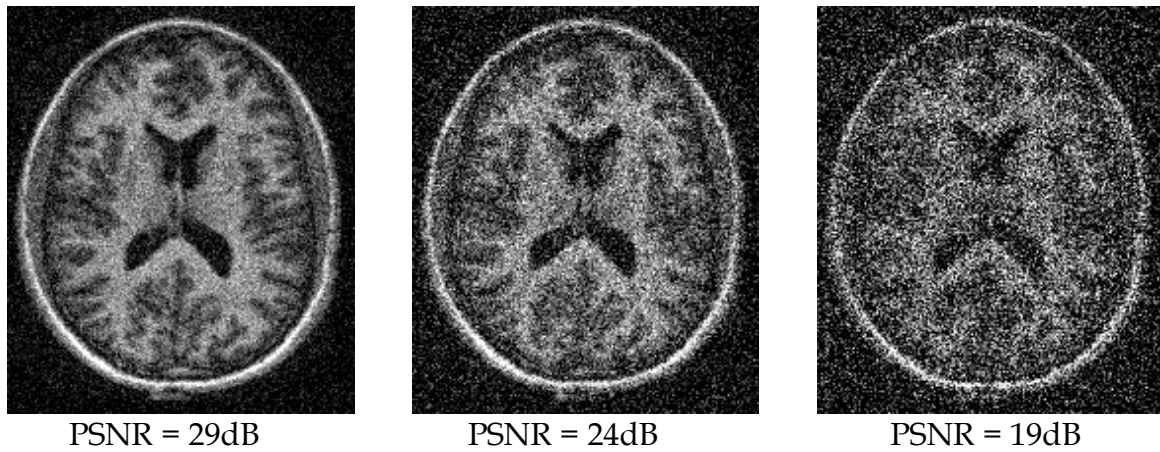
Coupes IRM de cerveaux bruitées par un bruit de type gaussien de moyennes nulles, en faisant varier l'écart-type comme suit : ($\sigma = 0$, $\sigma = 0.000046$, $\sigma = 0.000142$, $\sigma = 0.0014$, $\sigma = 0.0045$, $\sigma = 0.014$). Les PSNR correspondants à ces écarts types sont notés au dessous de chacune des images IRM.
